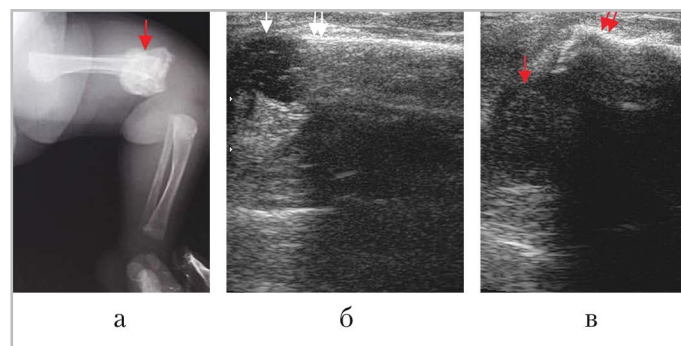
Лучевое обследование левого коленного сустава: *а* — рентгенограмма левой нижней конечности (дистальный метафиз бедренной кости деформирован, отмечается выраженная гиперпластическая периостальная реакция); *б, в* — продольные сканы по передним поверхностям дистальных отделов правого и левого бедер соответственно: справа эпифиз (*белая стрелка*) расположен на одной оси с диафизом (*двойная белая стрелка*), слева головка эпифиза (*красная стрелка*) смещена по отношению оси диафиза, определяется грубая неровность контура дистального отдела диафиза за счет обызвествления гематомы (*двойная красная стрелка*)
